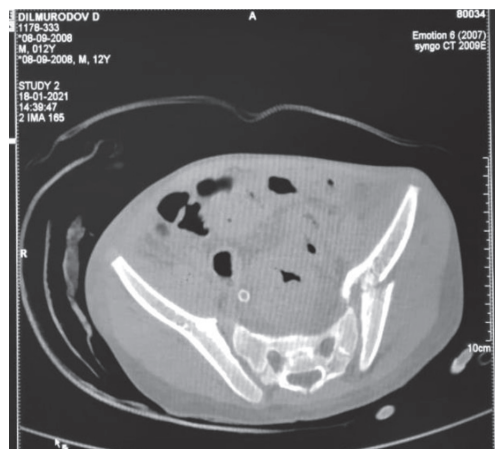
МСКТ пациента, 13 лет. Аксиальная проекция. Оскольчатый перелом крыла подвздошной кости слева со смещением костных фрагментов
